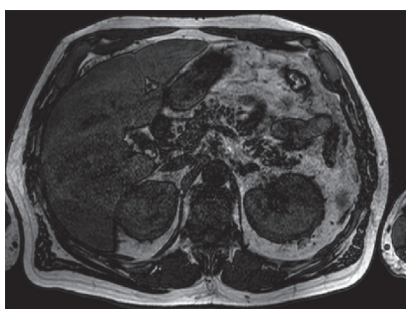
RMN de abdomen T1
